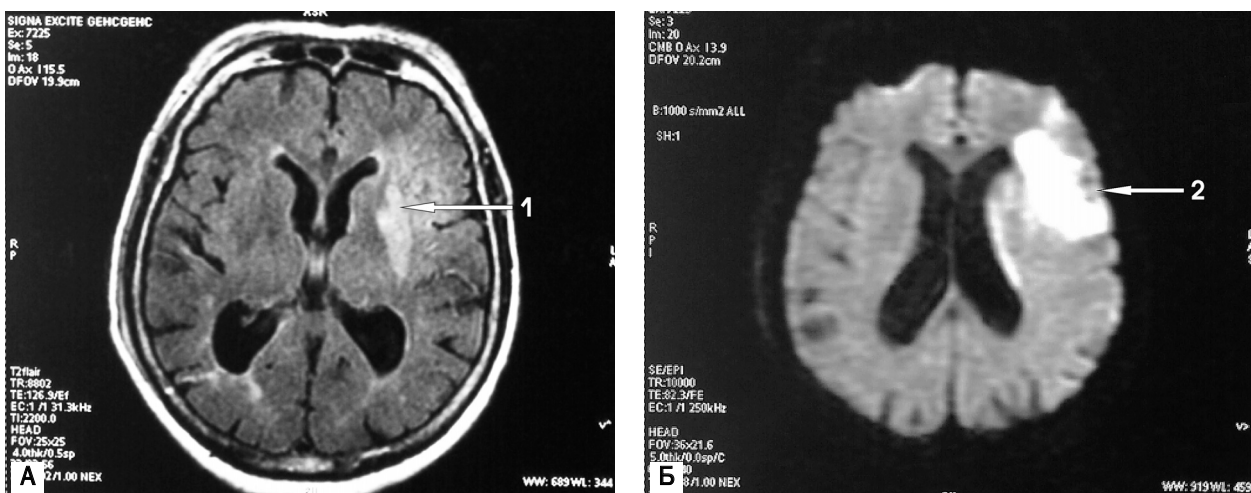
МРТ головного мозку хворої М., 69 років. Через 14 год від початку захворювання. Ковтальний дефіцит пацієнтки становив 27 балів (незначна дисфагія) і виявлявся порушенням формування харчового болюсу та погіршенням ротового транзиту їжі. На T1-зваженій томограмі (А) (аксіальний зріз) у лівій півкулі мозку визначається гіперінтенсивне вогнище (стрілка 1) розміром $26 \times 16 \times 22$ мм. На дифузійно-зваженій МР-томограмі (Б) візуалізується гіперінтенсивне вогнище в лівій півкулі головного мозку (стрілка 2), яке відображує розміри ішемізованої ділянки та свідчить про «свіжий» характер патологічного процесу
